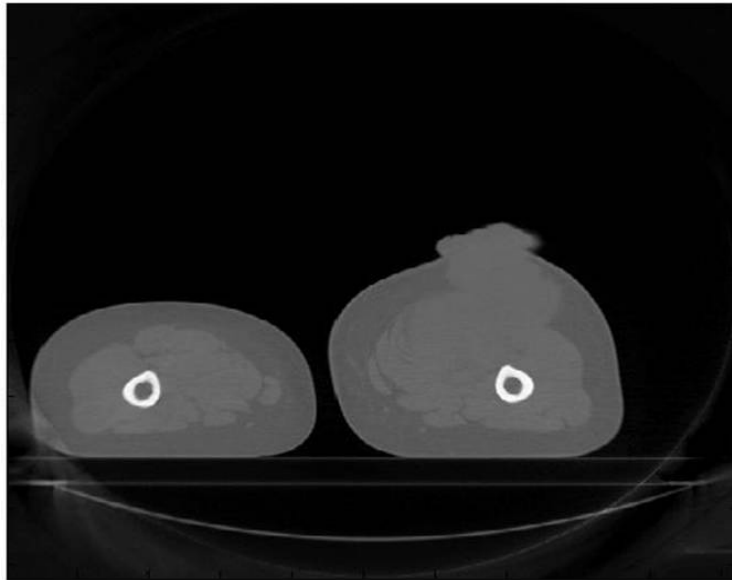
Una delle immagini CT originali.
